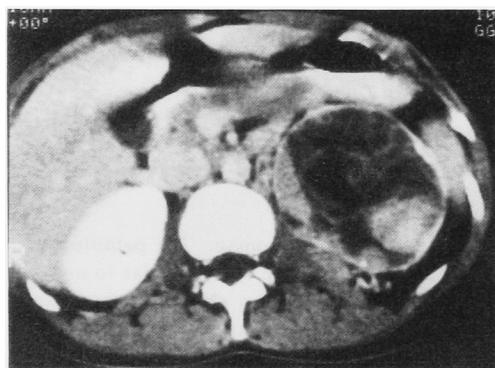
CT scan of left kidney shows solid mass similar to renal cell carcinoma.
